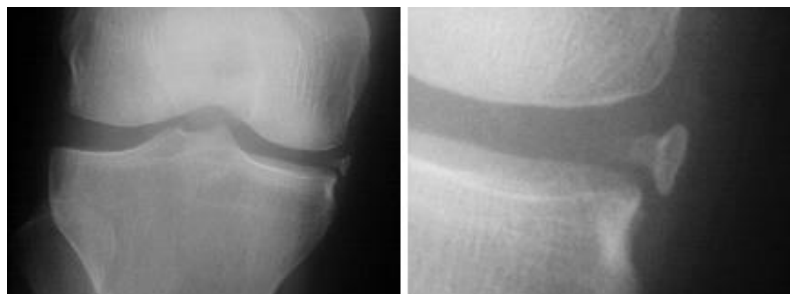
Radiographies standard du genou : Structure osseuse, trabécule, possédant une corticale. Il s'agit une Ossicule méniscal de la corne postérieure du ML droit.
